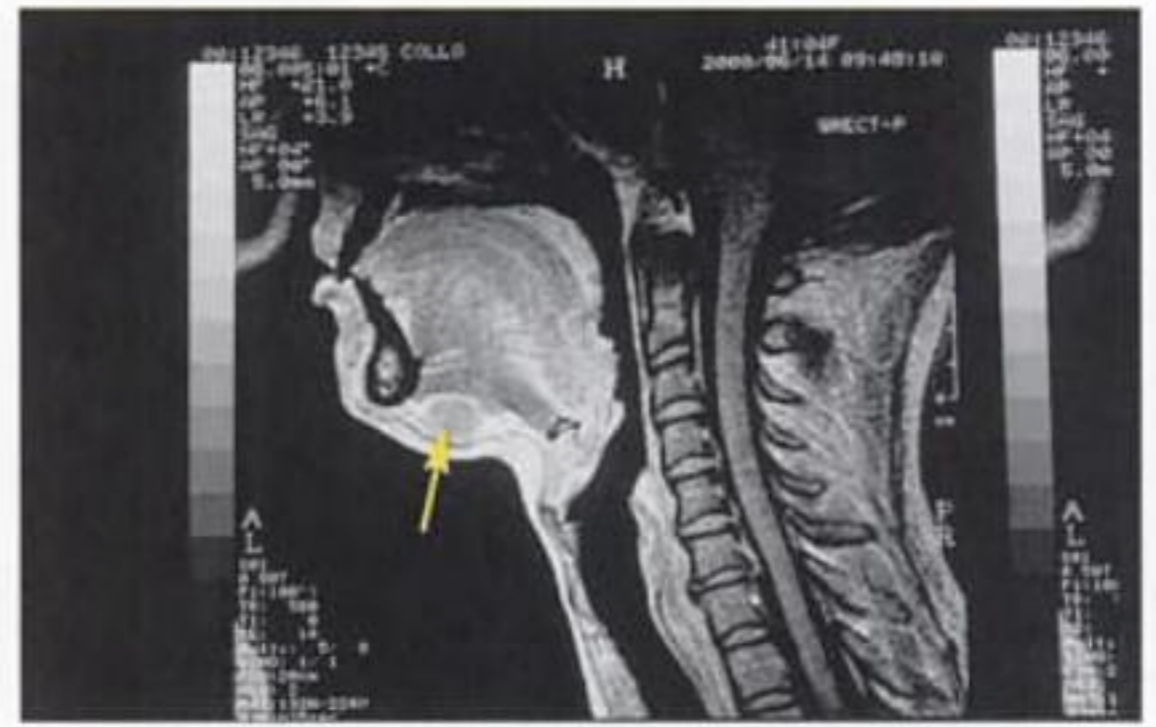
Resonancia magnética que revela una lesión redondeada en el espacio submentoniano no visible con otras pruebas radiológicas sistemáticas (ganglio linfático tumefacto).
